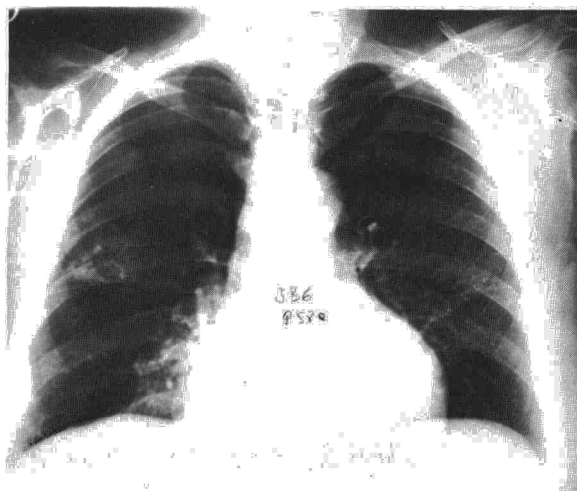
Radiografía posteroanterior de tórax en la que se aprecian imágenes cavitadas en pulmón derecho.
